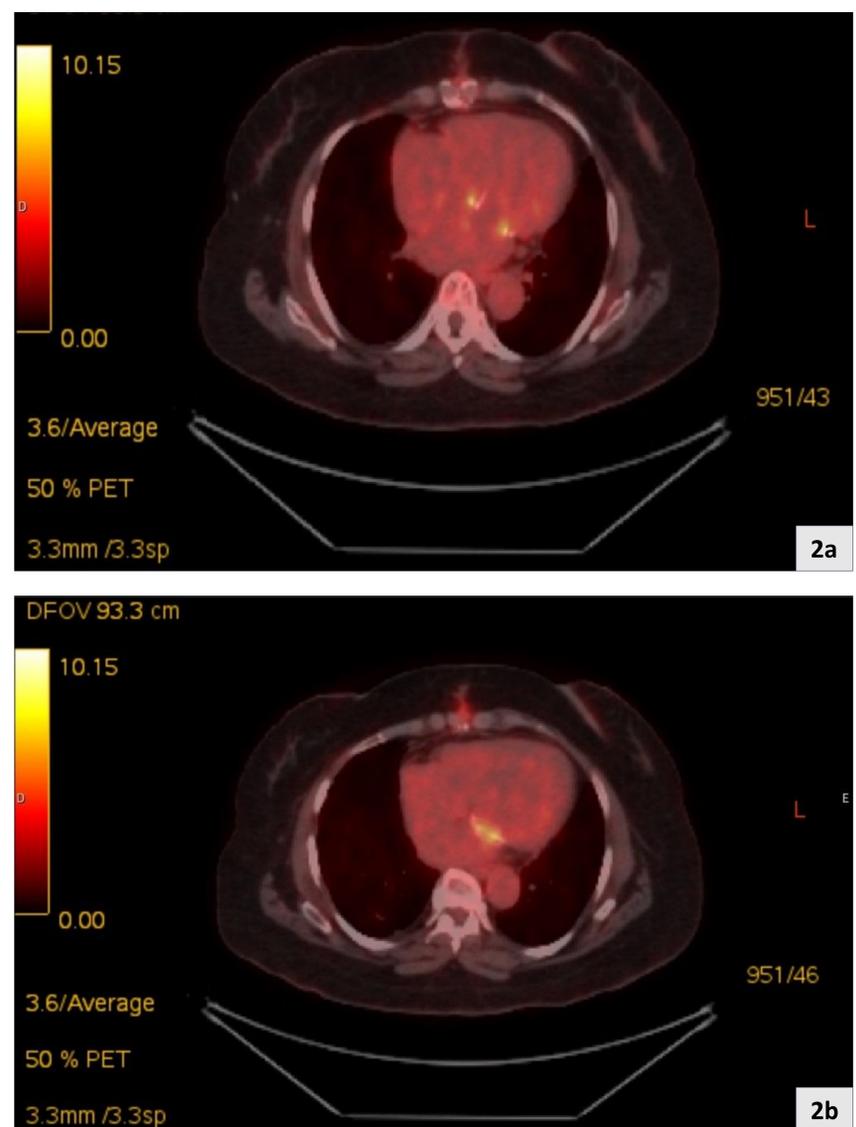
Hipermetabolismo da glicose radiomarcada de aspecto linear ao longo da esternorrafia e em planos subcutâneos em correspondência (SUVmax de 9,4).
